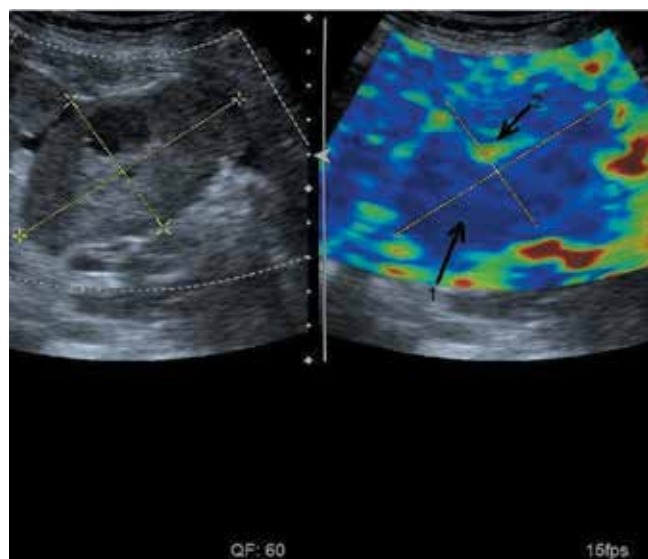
Ультразвуковая томограмма больной О. с диагнозом перстневидно-клеточной аденокарциномы желудка, метастаз Крукенберга в яичнике (режим компрессионной эластографии): 1 – жесткие участки; 2 – кистозные включения
